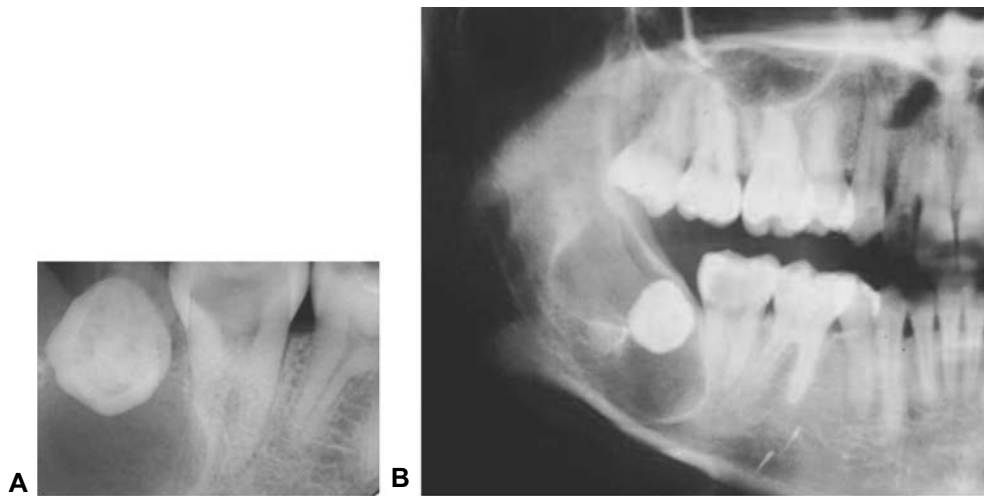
Cada vez que se observe una lesión de forma incompleta en una radiografía periapical (A), estará indicada la toma de una radiografía panorámica para observar los límites de la misma (B).
